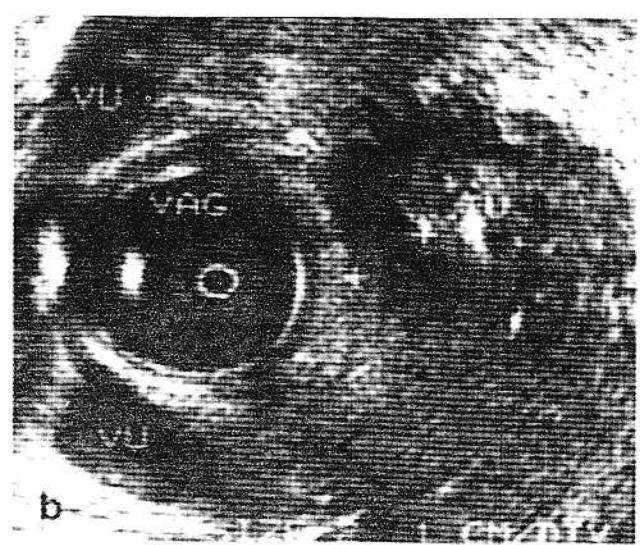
Ecografie endorectală (a) și endovaginală (b) în caz de neoplasm rectal
